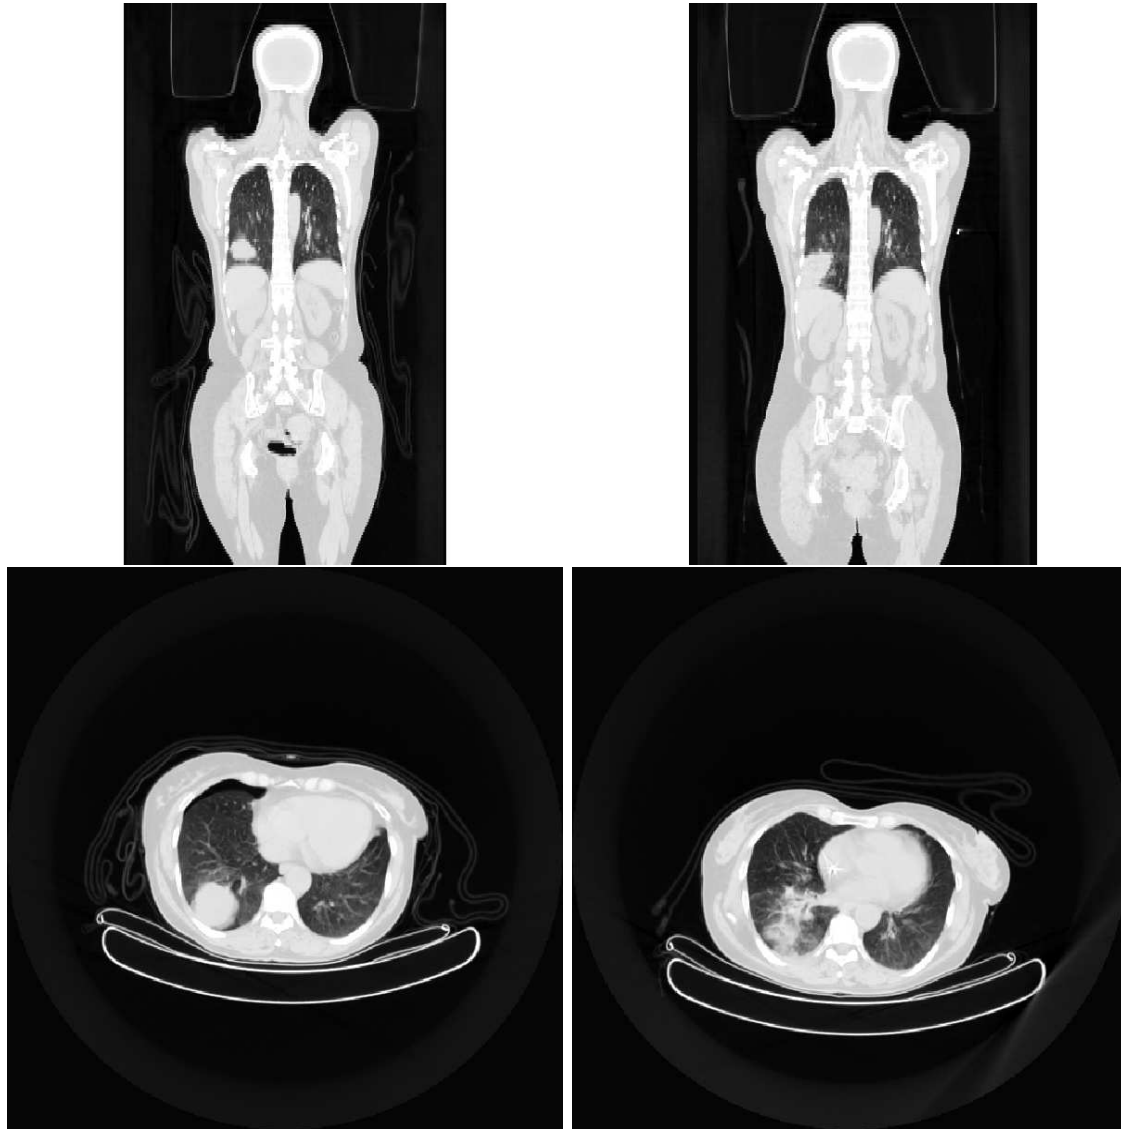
Exemple d'examen de suivi longitudinal à deux dates différentes. La colonne de gauche montre l'image TDM à la date  $t_1$  en coupe coronale sur la première ligne et en coupe axiale sur la seconde. La colonne de droite est une image TDM du même patient à date  $t_2 = t_1 + 20$  semaines.
